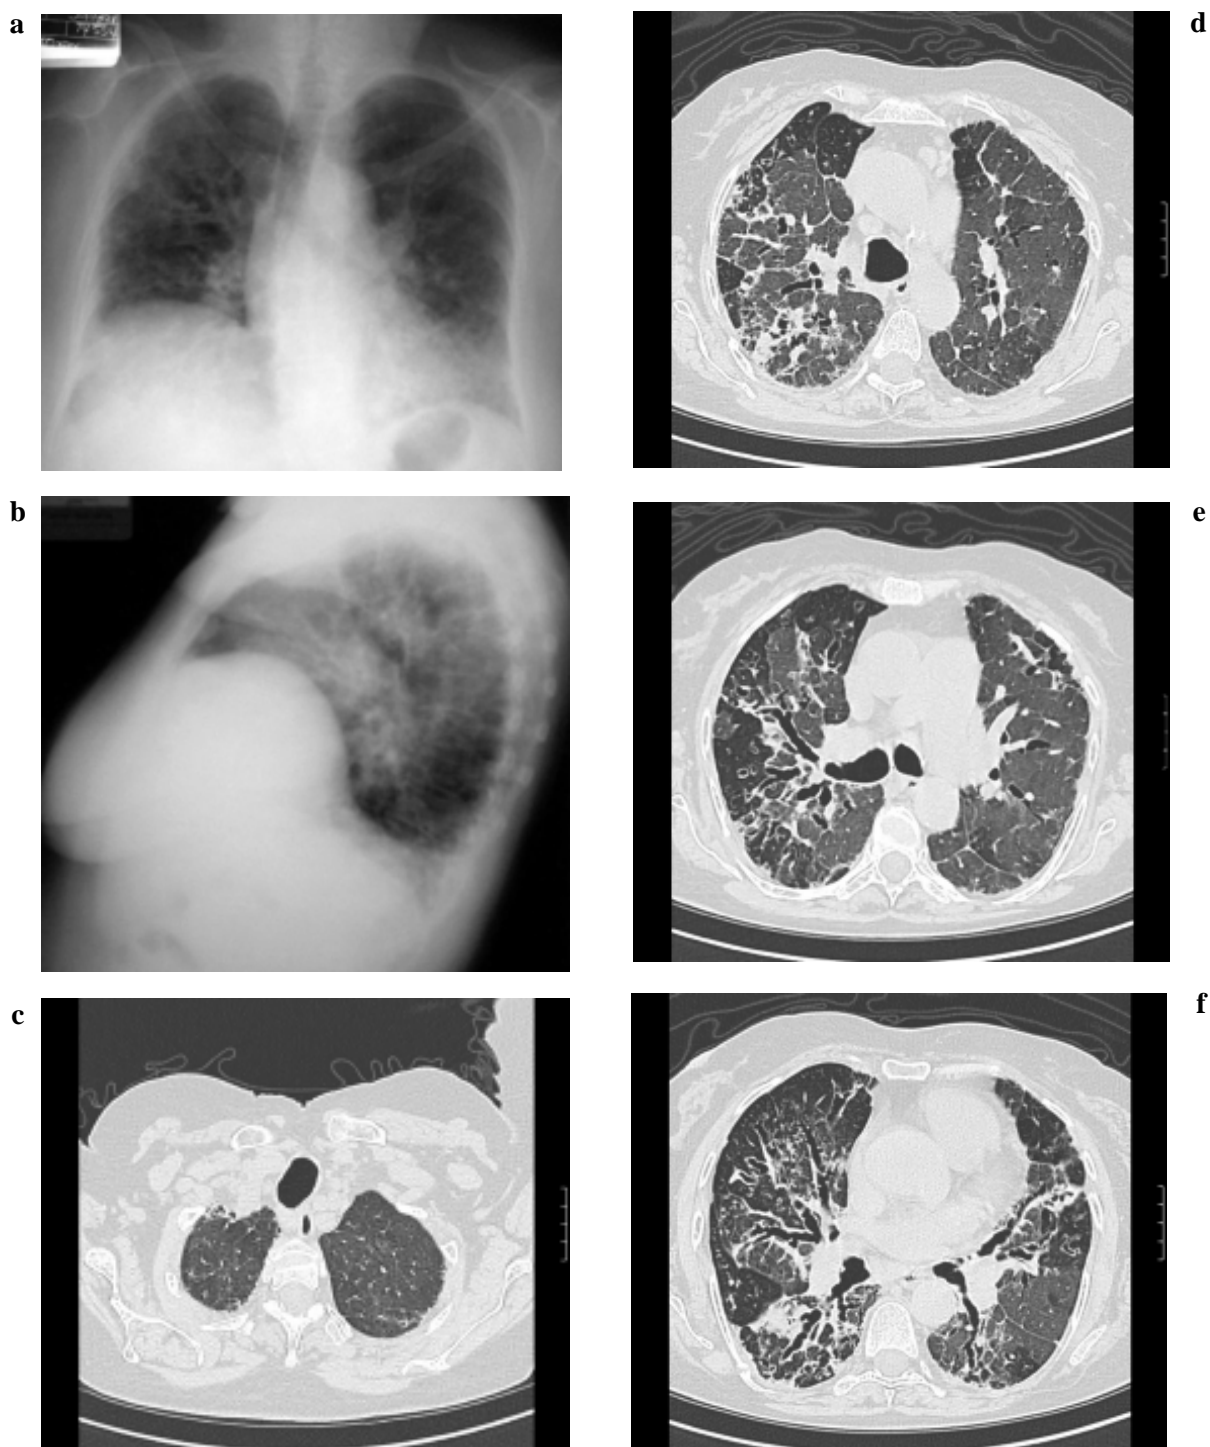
Una mujer de 70 años con AR y traqueomegalia. a. Radiografía de tórax postero-anterior mostrando aumento del diámetro de la tráquea, compromiso del parénquima pulmonar y elevación del hemidiafragma derecho. b. Radiografía lateral: lobulación del hemidiafragma derecho. c y d. Tomografía de tórax: dilatación de la tráquea (diámetro sagital máximo 31mm y coronal 23mm). e y f. Dilatación de los bronquios (no lo suficiente para broncomegalia), bronquiectasias cilíndricas, varicosas y compromiso severo de la vía aérea, con patrón en mosaico.
